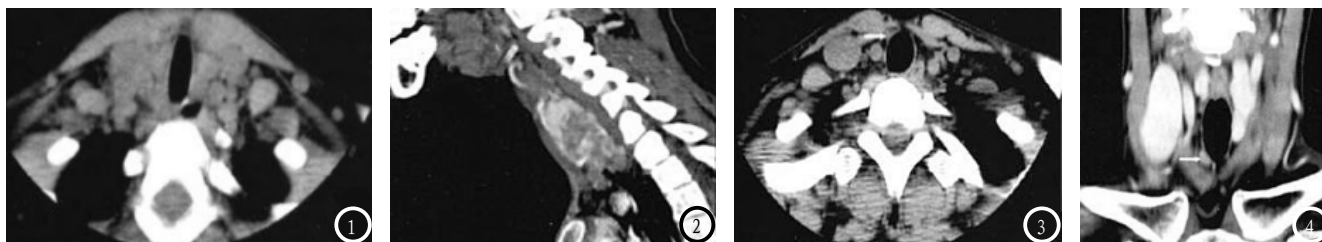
2为同一患者, PTC伴双侧中央淋巴结转移, 图1为CT常规平扫图像, 显示两侧中央组多发淋巴结增大, 右侧边界模糊; 图2为矢状位重建图像。显示瘤体分布在右侧甲状腺中下极, 可见簇状淋巴结。图3-4为同一患者, PTC伴右侧中央淋巴结转移, 图3显示气管右前方小结节影(白色箭头所示); 图4为冠状位图像, 显示结节最小径/最大径在1/2及以上(白色箭头所示)。
